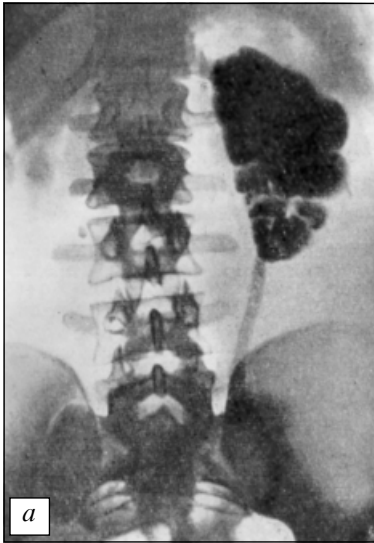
Рентгеноурологічне дослідження у хворих на туберкульоз сечової системи: *а* — замаскоподібна нирка, нирка та сечовипускальний канал заповнені рентгеноконтрастними казеозними масами (оглядова урограма); *б* — деформація чашечок (стискання інфільтратом), каверна нижнього полюса, сечовипускальний канал у нижній третині чоткоподібний (пієлограма); *в* — туберкульозний піонефроз (пієлограма); *г* — полікавернозна форма туберкульозу (пієлограма)
